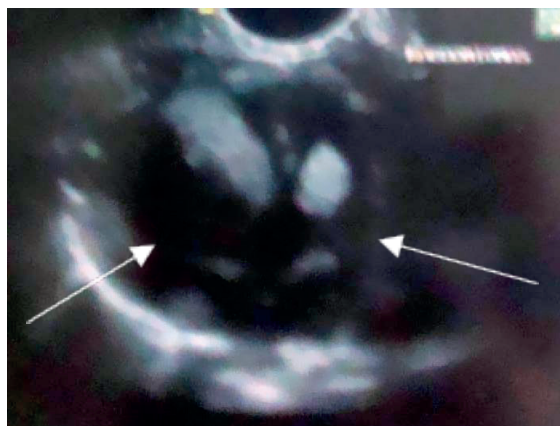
Ecocardiograma postnatal, imagen de 4 cámaras, rabdomiomas múltiples de gran tamaño, flechas.
